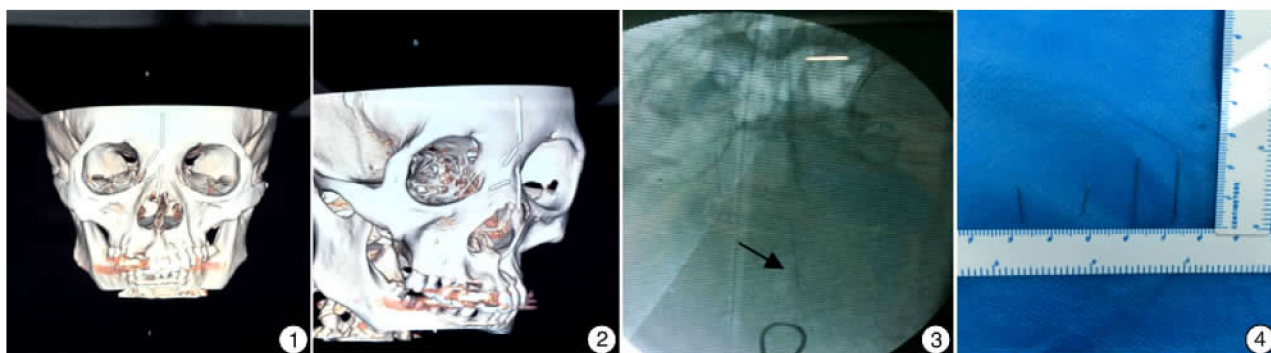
2 三维 CT 所示的 4 根异物位置; 图 3 术中 C 型臂进行定位 箭头所示为最上端异物; 图 4 取出的 4 根异物
